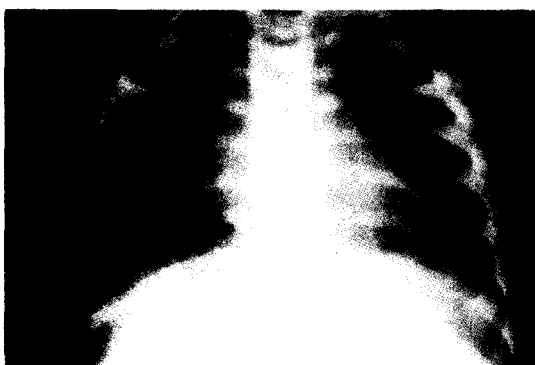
Chest AP radiographic view on discharge
